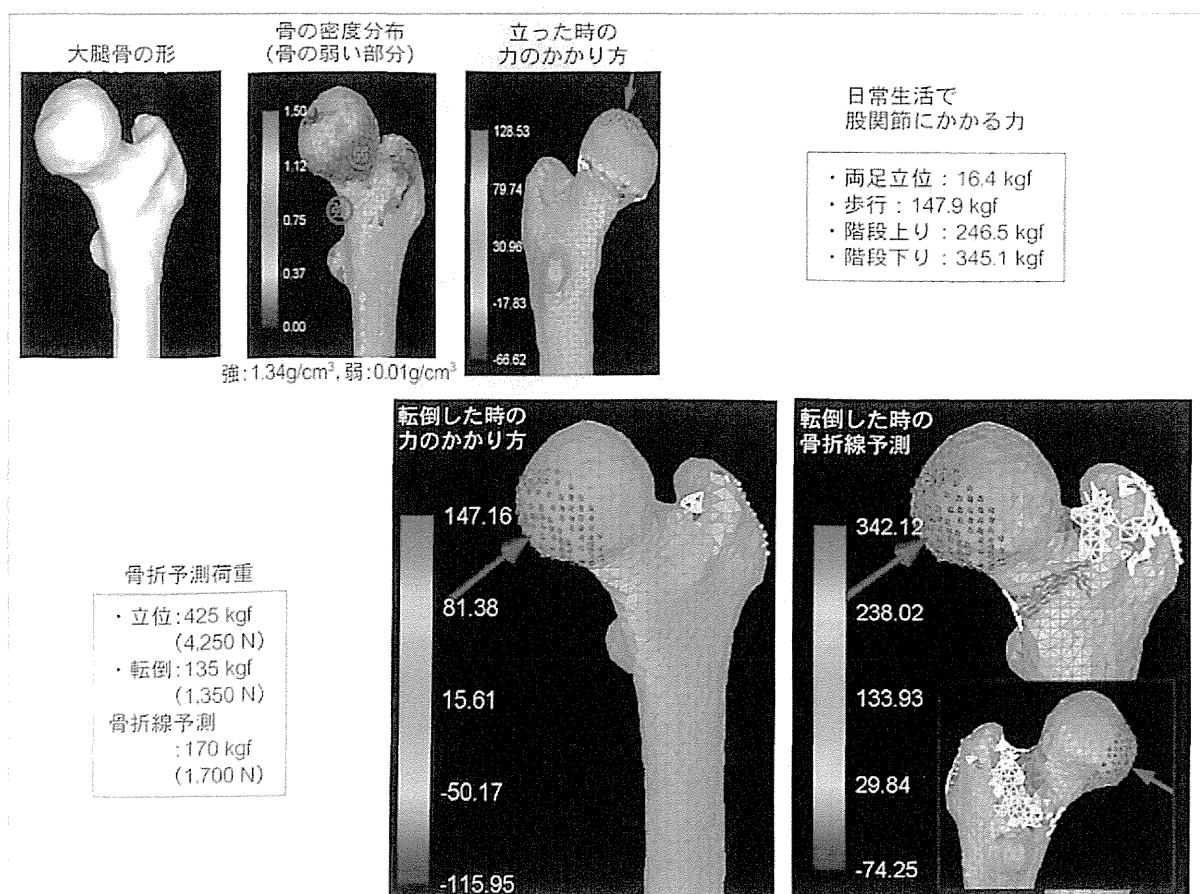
先進医療の「定量的CTを用いた有限要素法による骨強度予測評価」技術による骨強度評価(骨粗鬆症の77歳女性)
